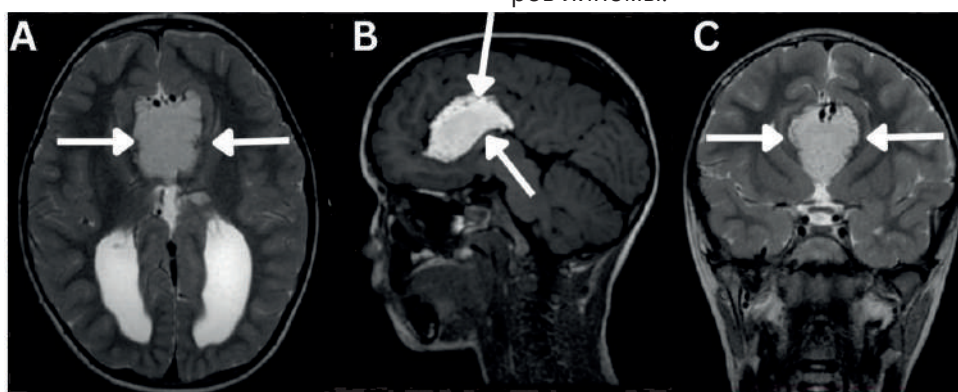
МРТ головного мозга с признаками липомы
